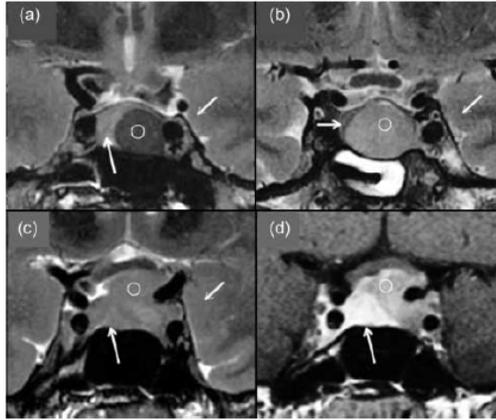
Arquivo de Bioscientifica Ltd, T2-weighted MRI signal predicts hormone and tumor responses to somatostatin analogs in acromegaly, 2015. Ressonância magnética da sela túrcica.
